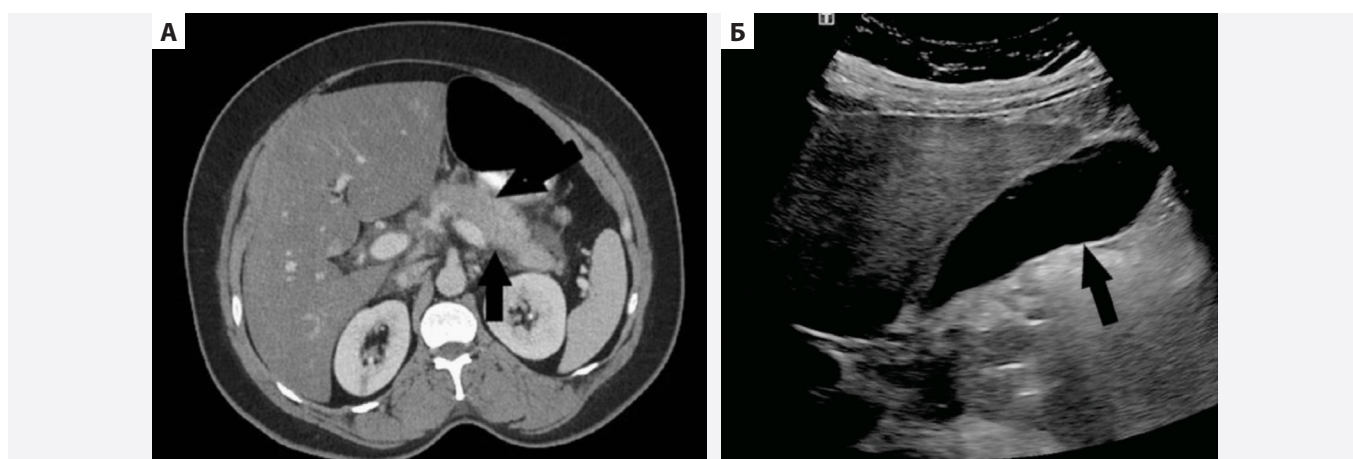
43-летняя женщина с раком шейки матки IVB стадии после лечения цисплатином и облучением в течение 6 недель. За две недели до обращения пациентка стала получать карбоплатин, паклитаксел, бевацизумаб и пембролизумаб. На КТ брюшной полости был выявлен диффузный перипанкреатический отёк с очаговым скоплением жидкости, свидетельствующим об остром панкреатите. При УЗИ брюшной полости патологических изменений выявлено не было [13]
